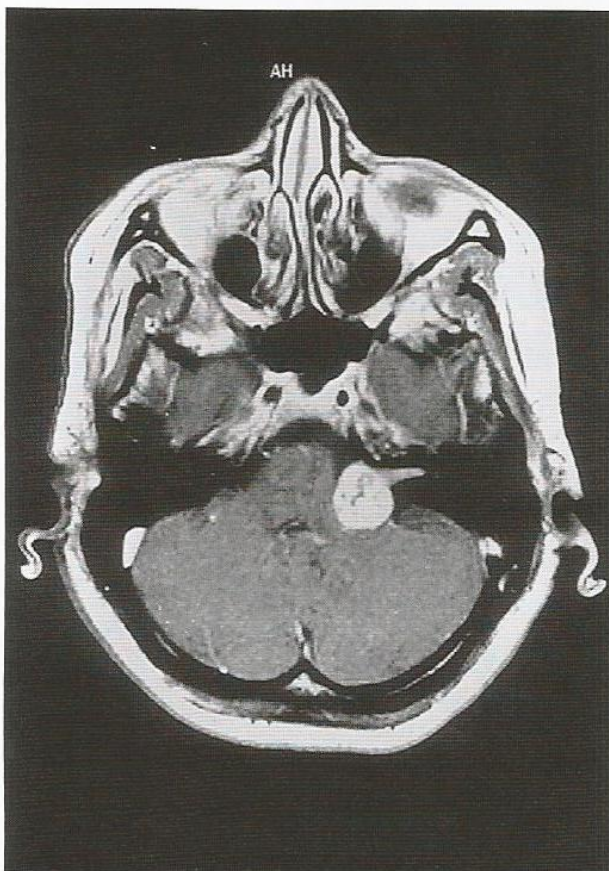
Neuroma do acústico evidenciado em uma imagem axial de RM em T1 no nível do meato acústico interno, obtida depois da administração intravenosa de contraste. Observe as extensões intrameatal e extrameatal típicas do tumor do lado esquerdo, que se expandia na parte extrameatal (aspecto de "casquinha de sorvete").
